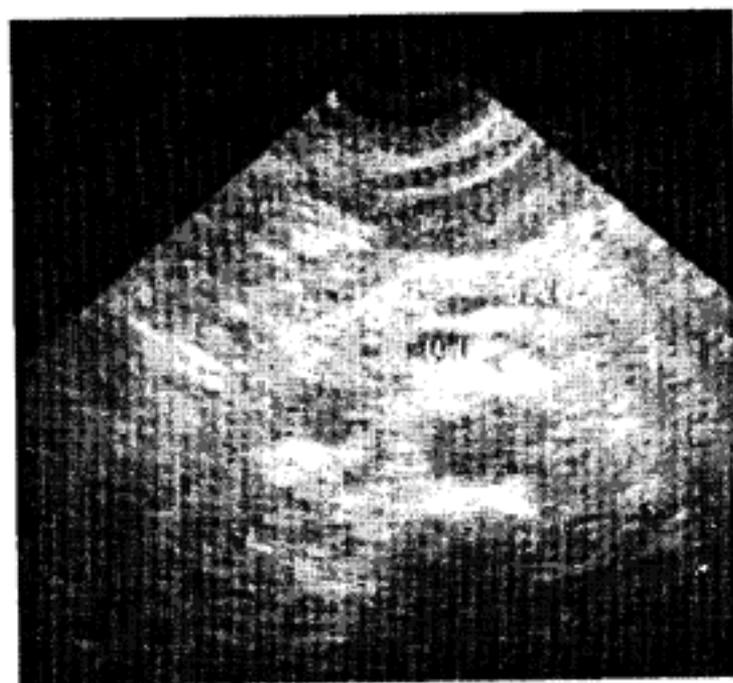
Хронічний панкреатит. Розширення Вірсунгової протоки. Сонограма. 1.5.7. Нормальна структура підшлункової залози. Фрагмент комп'ютерної томограми.
